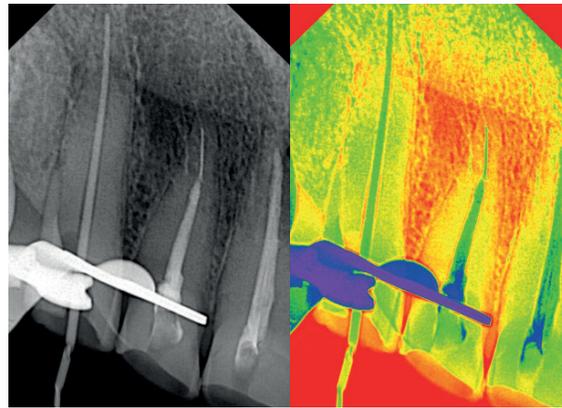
RADIOGRAFÍA FINAL DEL ÓRGANO DENTAL OBTURADO CON FRAGMENTO DE LIMA FRACTURADO.
